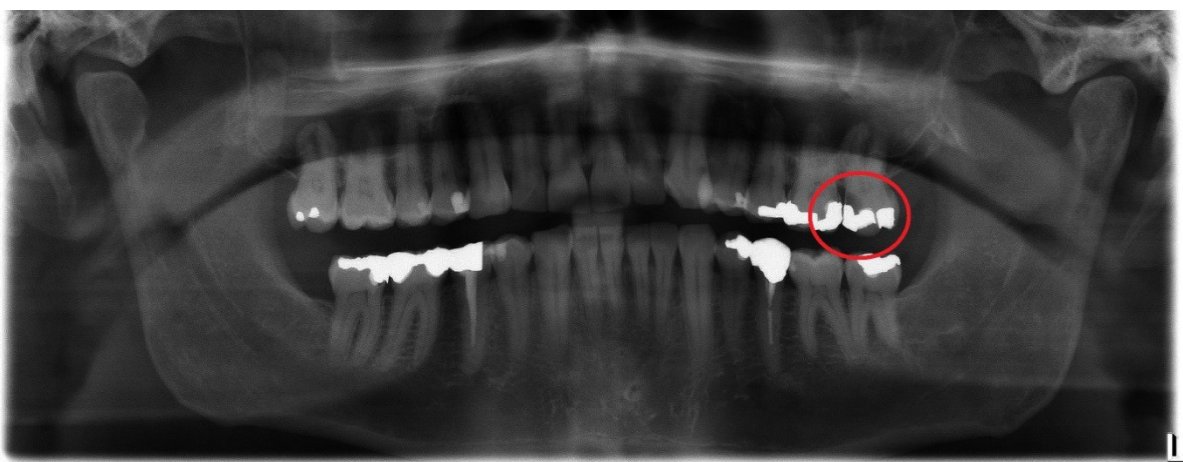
Radiographie panoramique mettant en évidence une lésion radio claire en mésial de la 27 (courtoisie Blanc R.).
